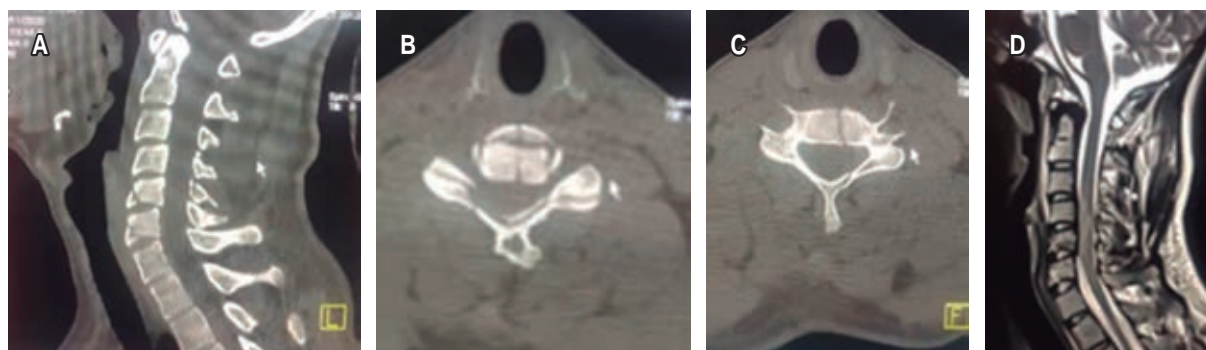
A y B) Radiografías cervicales simples en proyección anteroposterior y lateral. C y D) Tomografía axial computarizada simple ventana ósea de región cervical en plano axial y sagital. E y F) Resonancia magnética simple de columna cervical plano sagital y axial T2.
